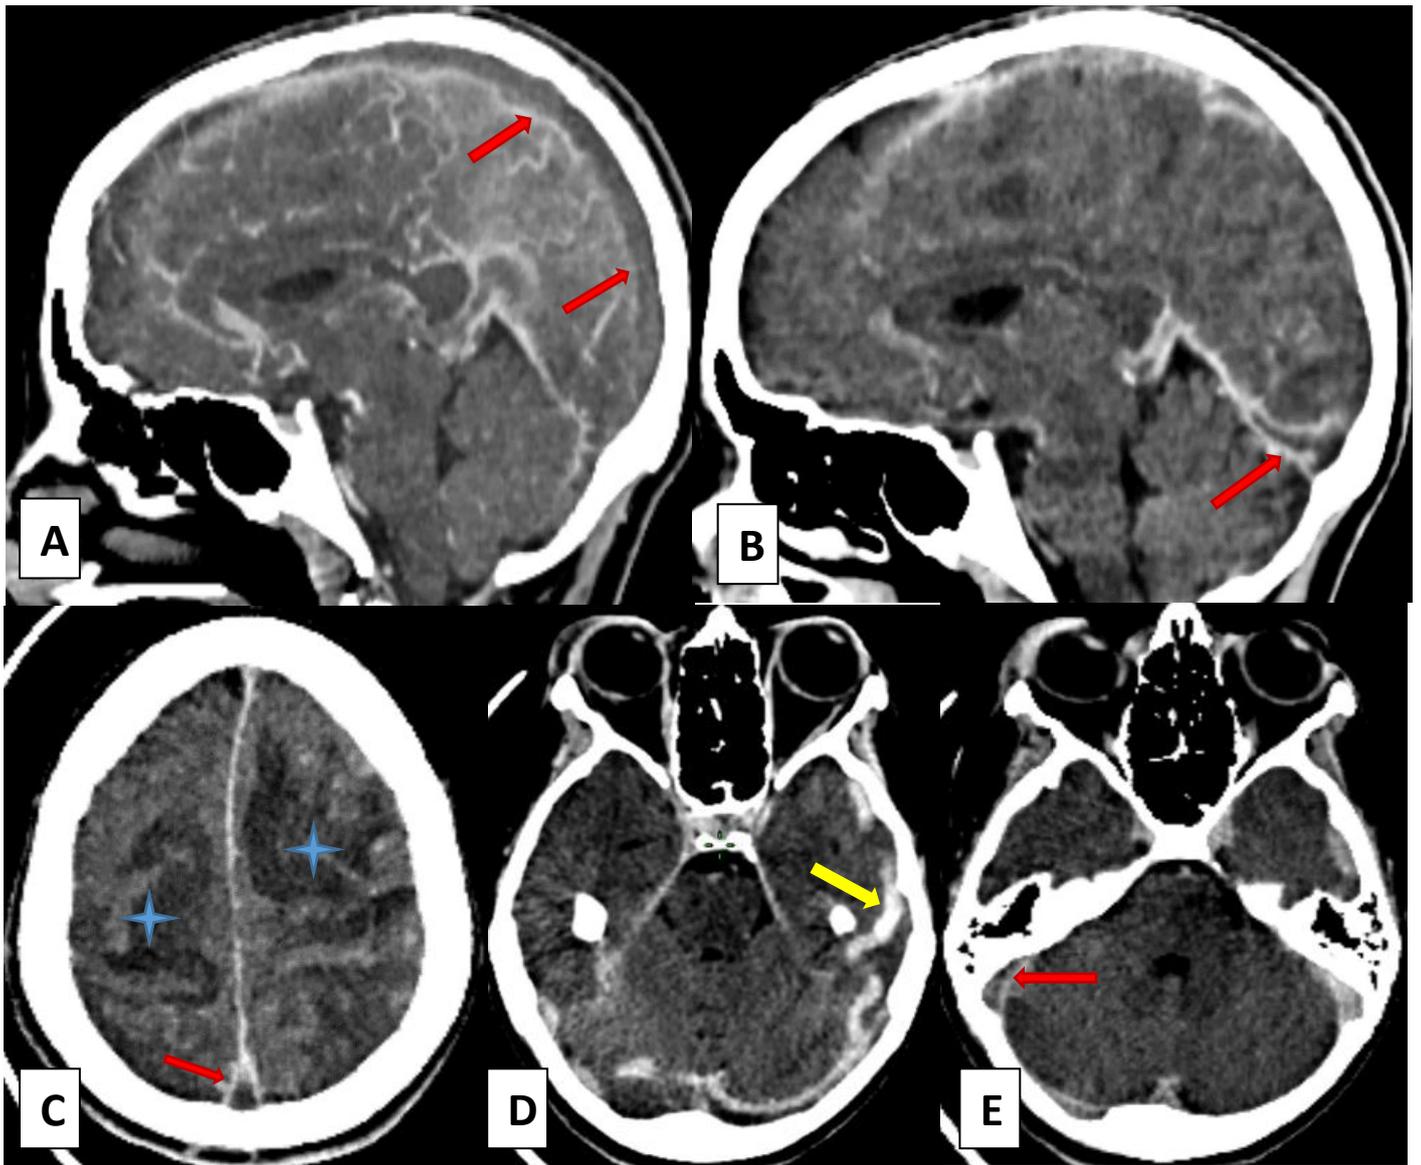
TDM cérébrale après injection de PDC en coupes axiales (C-D-E) et sagittales (A-B) :
